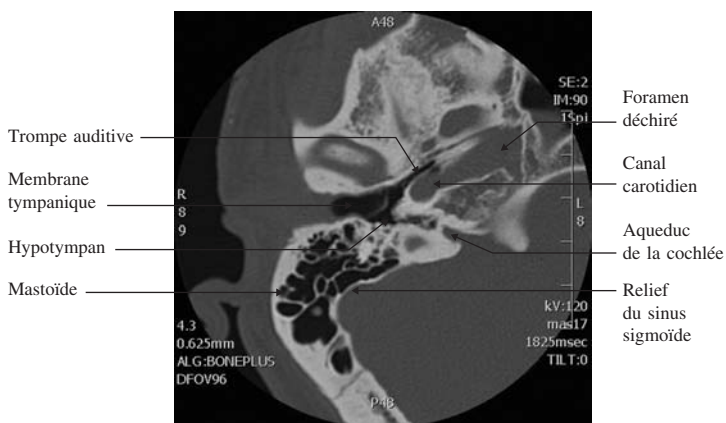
TDM de l'os temporal en coupe axiale, sans injection de produit de contraste, passant par le canal carotidien. (Coupes de bas en haut pour les figures 23-3 à 23-6.)
